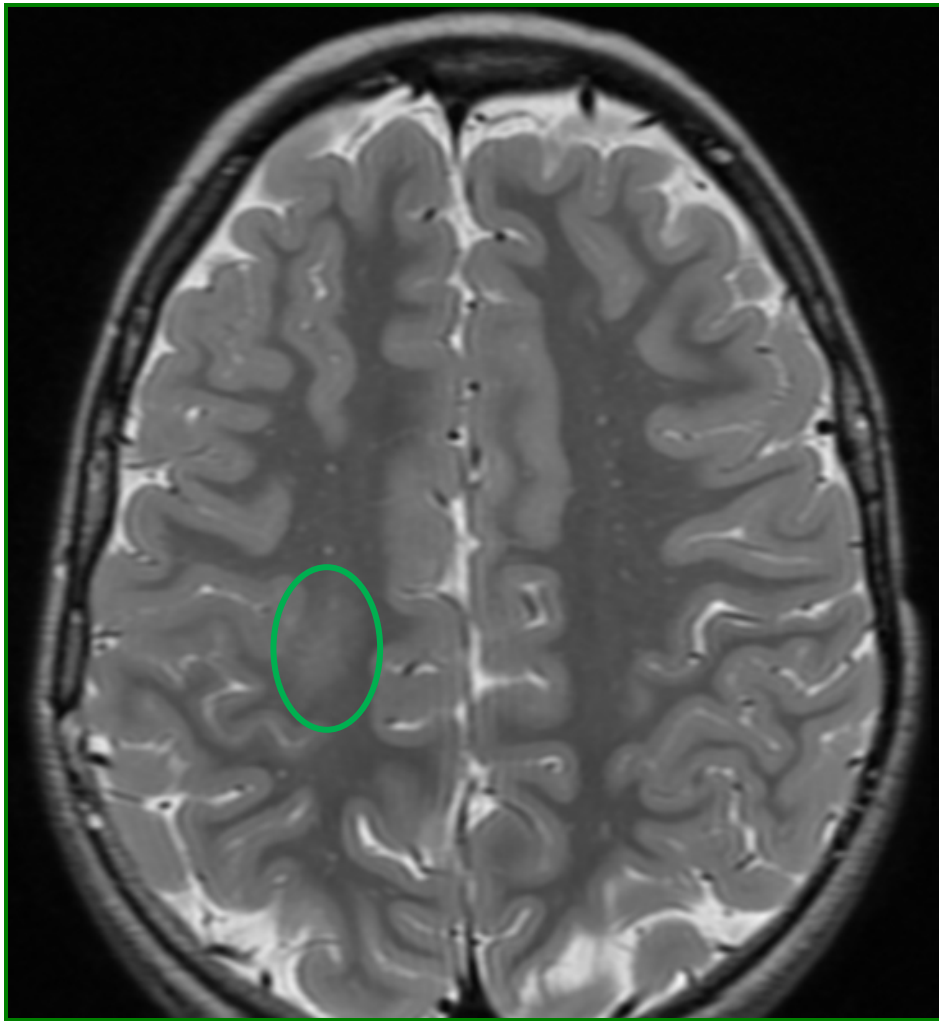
RM (corte axial en secuencia T2) con hipersignal mal delimitado en zona motora primaria.
